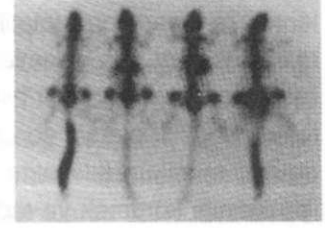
15 günlük kontrol grubunun sintigrafisi
